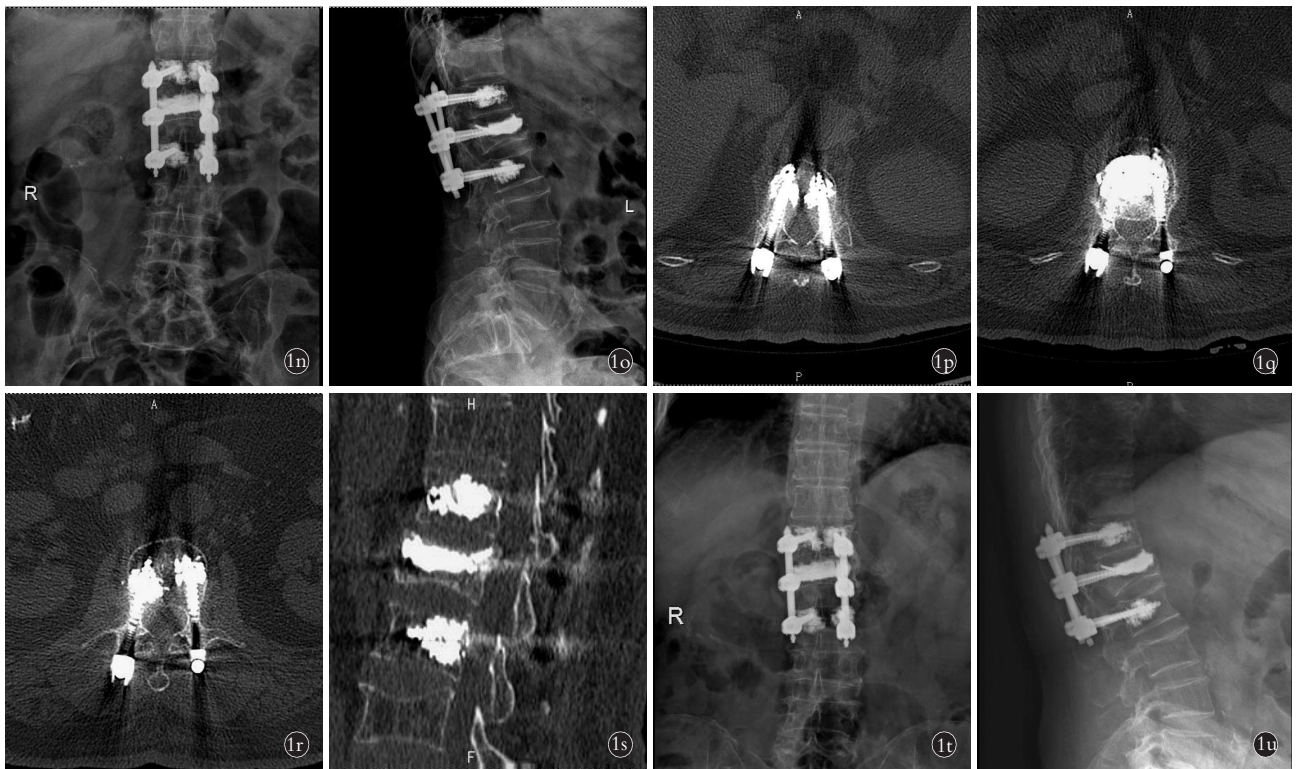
患者,女,73 岁, L_1 椎体 Kümmell 病 III 期,采用机器人辅助下经皮短节段骨水泥强化椎弓根螺钉固定术 1n,1o。术后 1 周腰椎正侧位 X 线片示椎体前缘高度明显恢复,后凸畸形纠正,骨水泥填充良好,内固定位置良好 1p,1q,1r,1s。术后 1 周 CT 二维重建示椎弓根螺钉位置均达 A 级, L_1 椎体前缘高度明显恢复,骨水泥填充良好,未见骨水泥渗漏 1t,1u。术后 12 个月腰椎正侧位 X 线片示内固定位置良好,未见骨水泥团块移位,椎体前缘高度及病椎楔形角较术后 1 周无明显丢失
